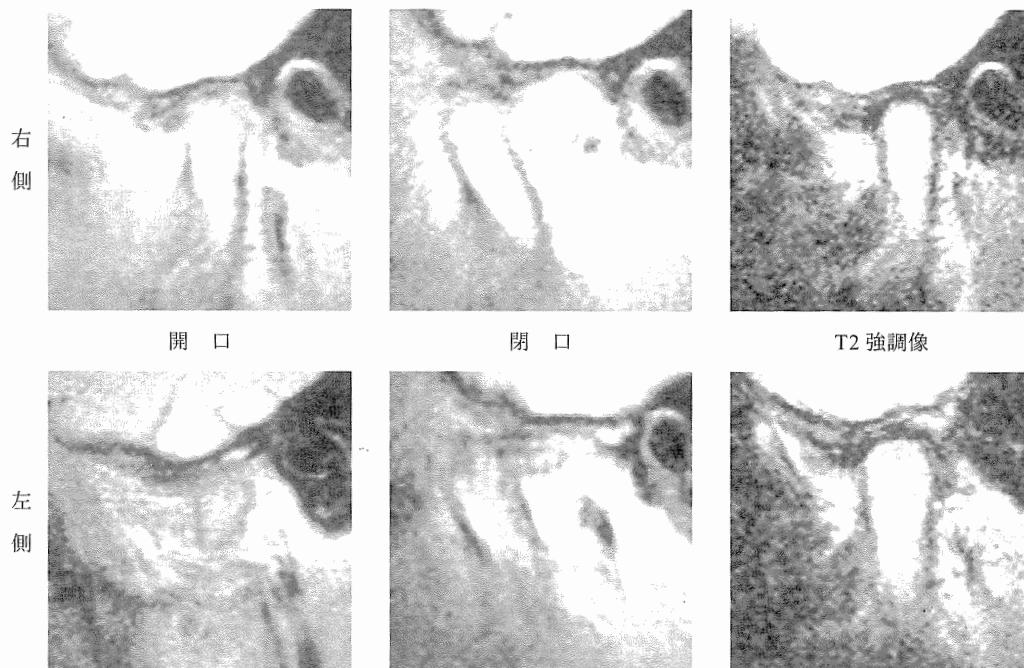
MRI 画像診査 (1 年 6 か月時)
